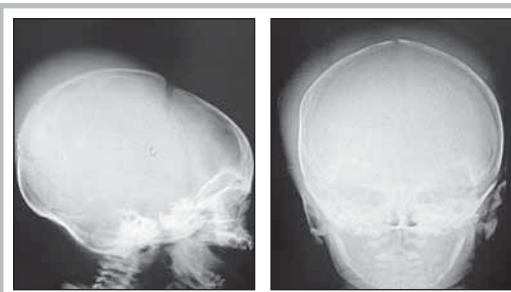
Обзорная рентгенография черепа в прямой и боковой проекциях; отмечаются множественные дефекты в кортикальном слое теменной кости, выраженный отек мягких тканей до 20 мм (данные предоставлены Шестаком Е.В.)
